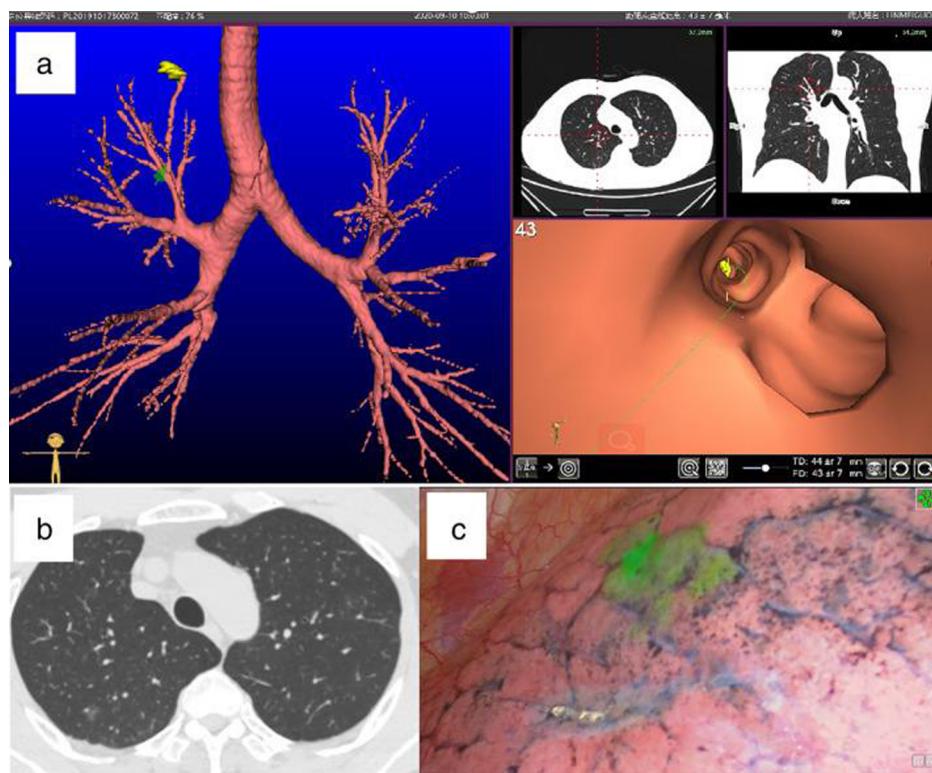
Localización intraoperatoria guiada por navegación virtual broncoscópica mediante verde de indocianina. (a) Imagen de NVB. (b, c) Imágenes de TC y fluorescencia de un nódulo en el segmento posterior del lóbulo superior derecho. Adaptado de Yang Q, et al.³¹.
